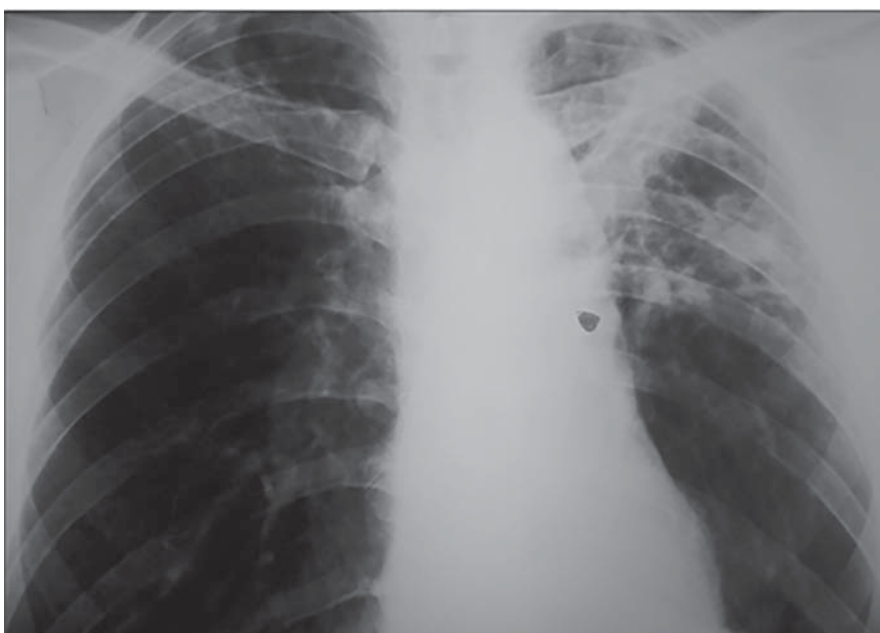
Рентгенографія органів грудної клітки 8 місяць лікування: на фоні метатуберкульозного пневмофіброзу, переважно в верхніх відділах вогнищево-інфільтративні зміни, які продовжують розсмоктуватись та ущільнюватись, порожнини розпаду в розмірах зменшились, стінки їх стоншались.
